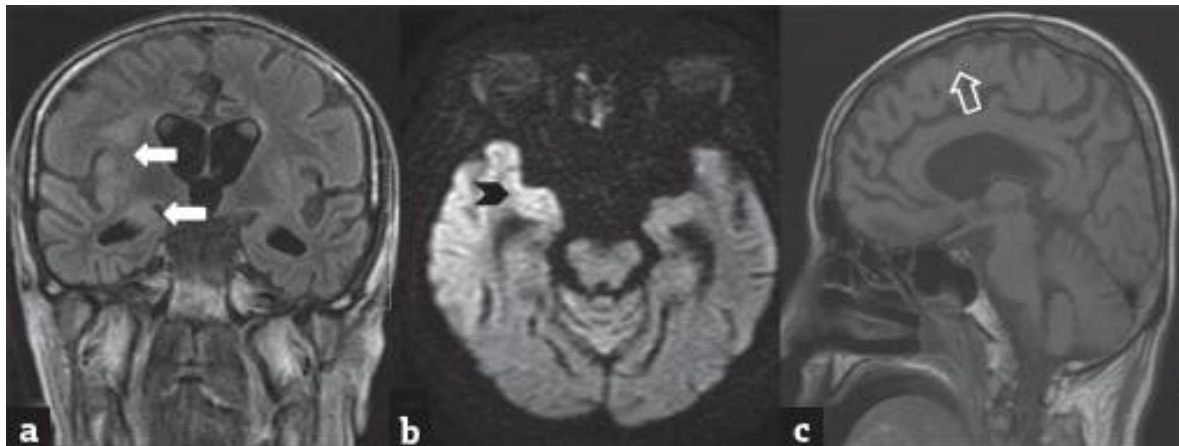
Encéphalopathie VIH chez un homme de 35 ans infecté par le VIH et présentant des pertes de mémoire. L'IRM cérébrale a montré une atrophie cérébrale avec des plages en hypersignal FLAIR de la substance blanche périventriculaire (a) discret hypersignal diffusion (b) et isosignal sur l'image pondérée en T1 (c, flèches blanches)¹¹⁰.
